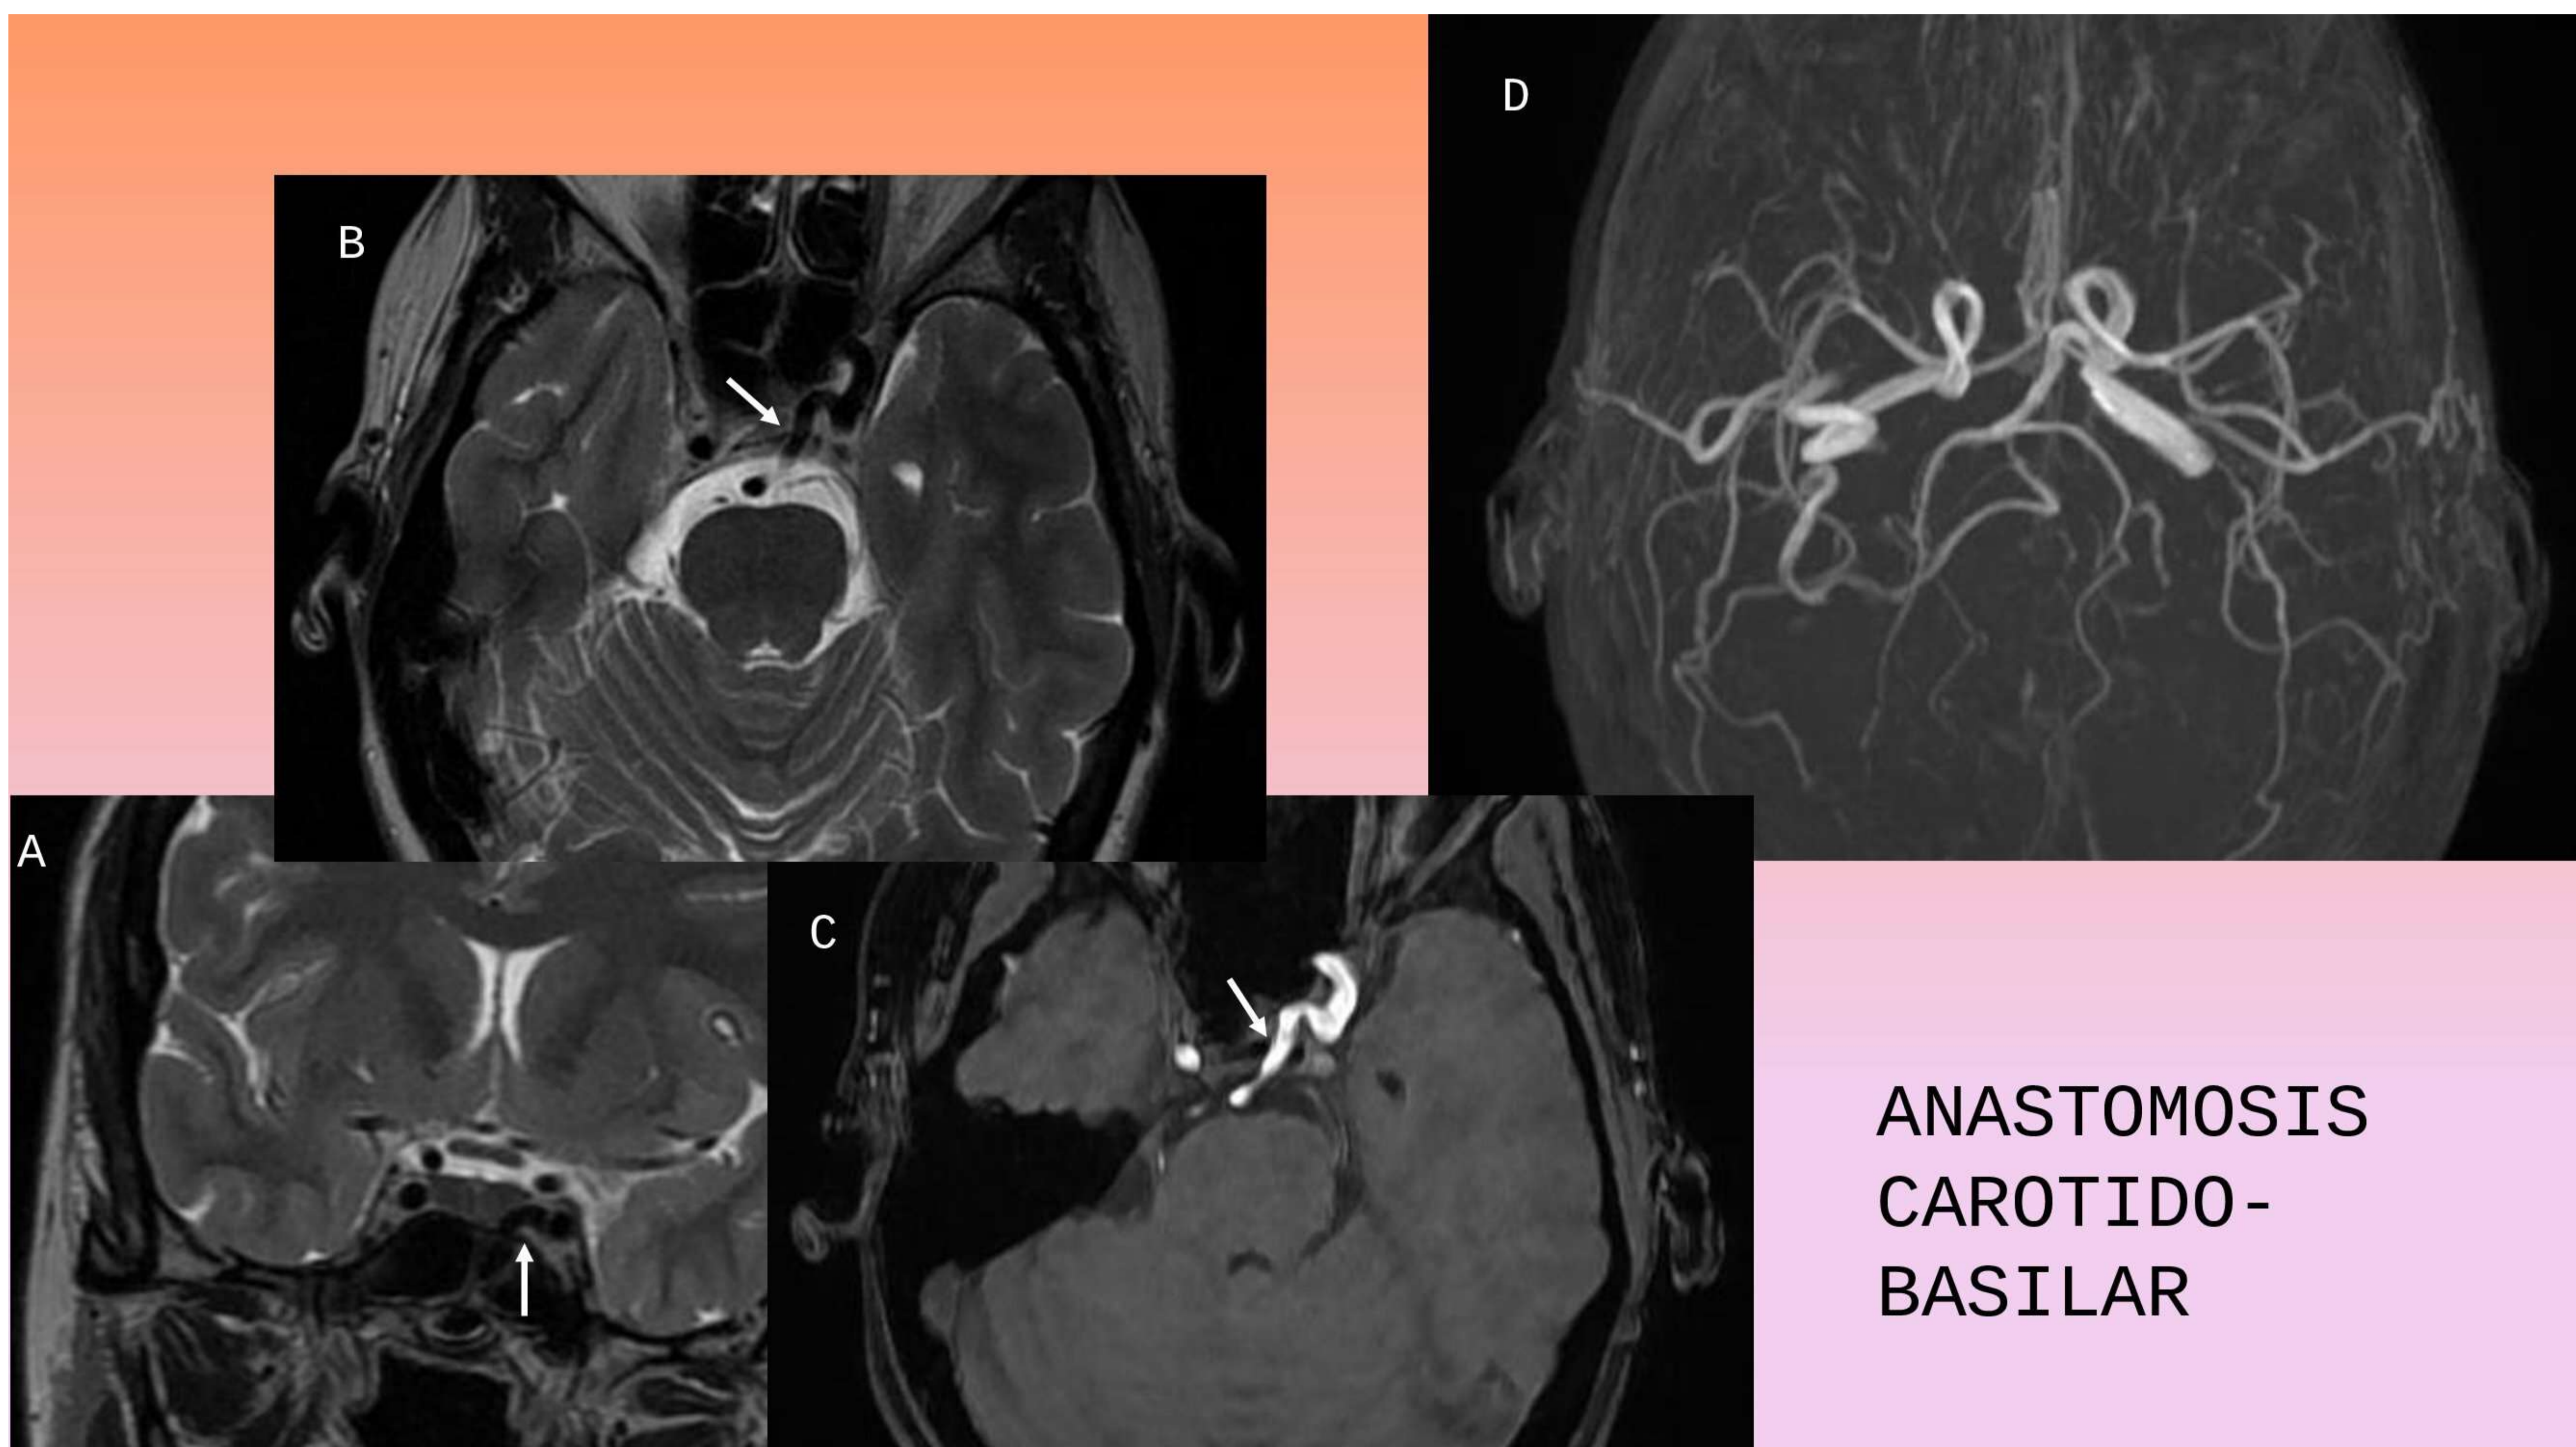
Anastomosis carótido-basilar. Son variantes anatómicas de comunicación arterial. Trayecto vascular anómalo en SC izquierdo (flecha blanca) que corresponde a arteria trigeminal primitiva persistente como anastomosis carótido-basilar más frecuente. Imágenes de RM (A, coronal STIR; B, axial SE T2; C, angio-RM arterial TOF con reconstrucción 3D, D)
